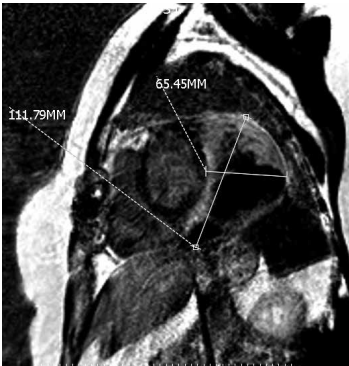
ADIC化疗后的MRI(2013年11月)显示病情恶化。
